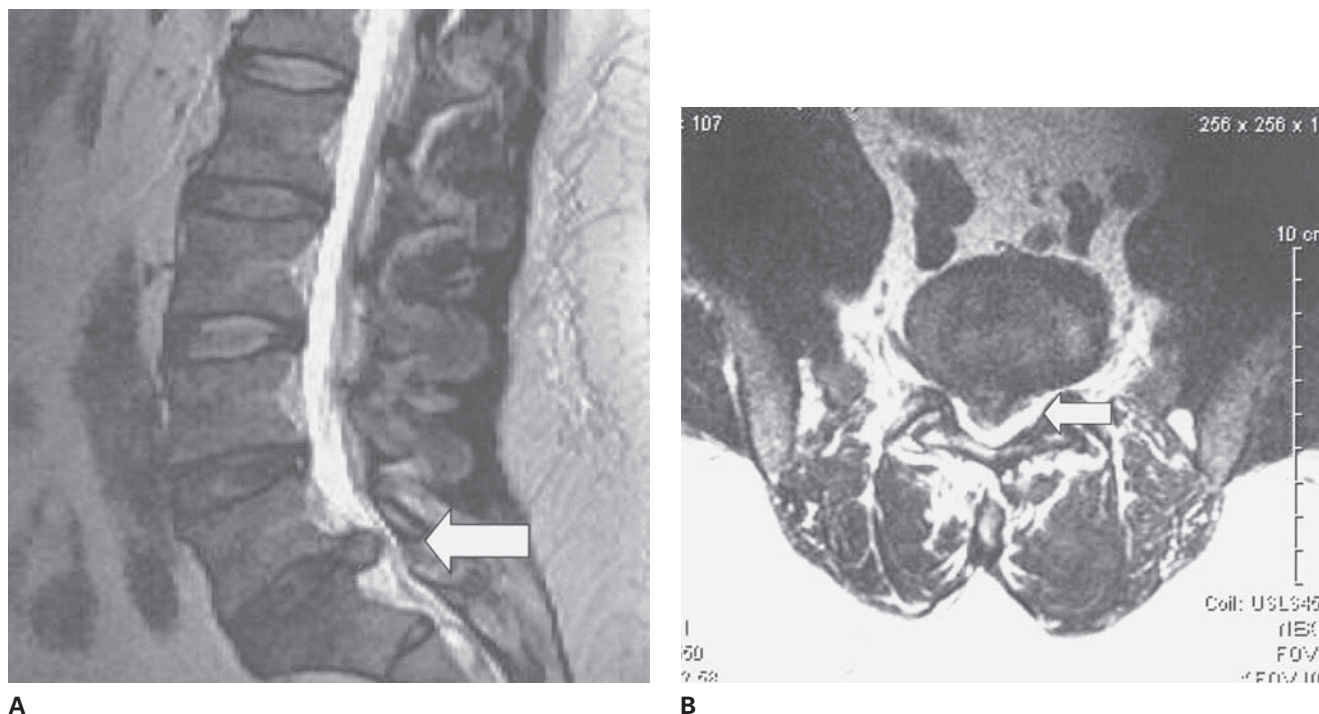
Hernia de disco lumbar en una imagen T-1 de MRI. A, vista sagital de una gran hernia del núcleo pulposos L5-S1 (flecha). El material expulsado tiene las mismas señales características que el disco normal adyacente. B, vista axial del mismo disco (flecha) que muestra la masa paracentral que oblitera la señal de la grasa epidural y comprime la raíz S1.
